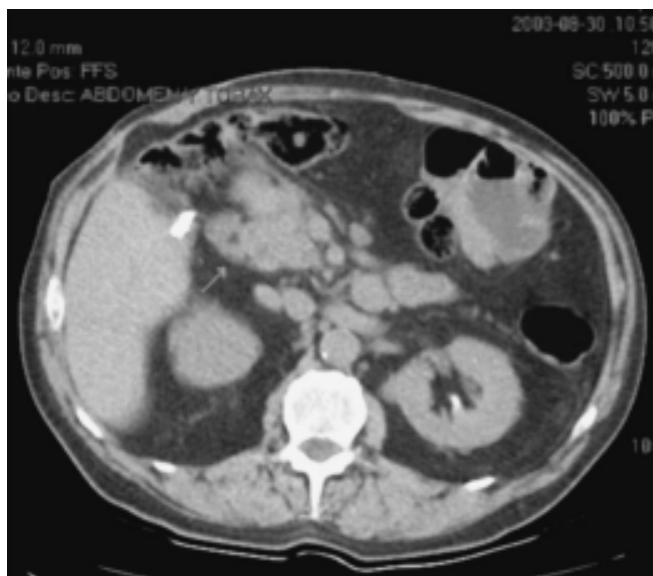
Tomografía axial de un paciente con diagnóstico de gastrinoma en donde se muestra tumor en la cabeza del páncreas de 6.2 x 5.3 cm.
